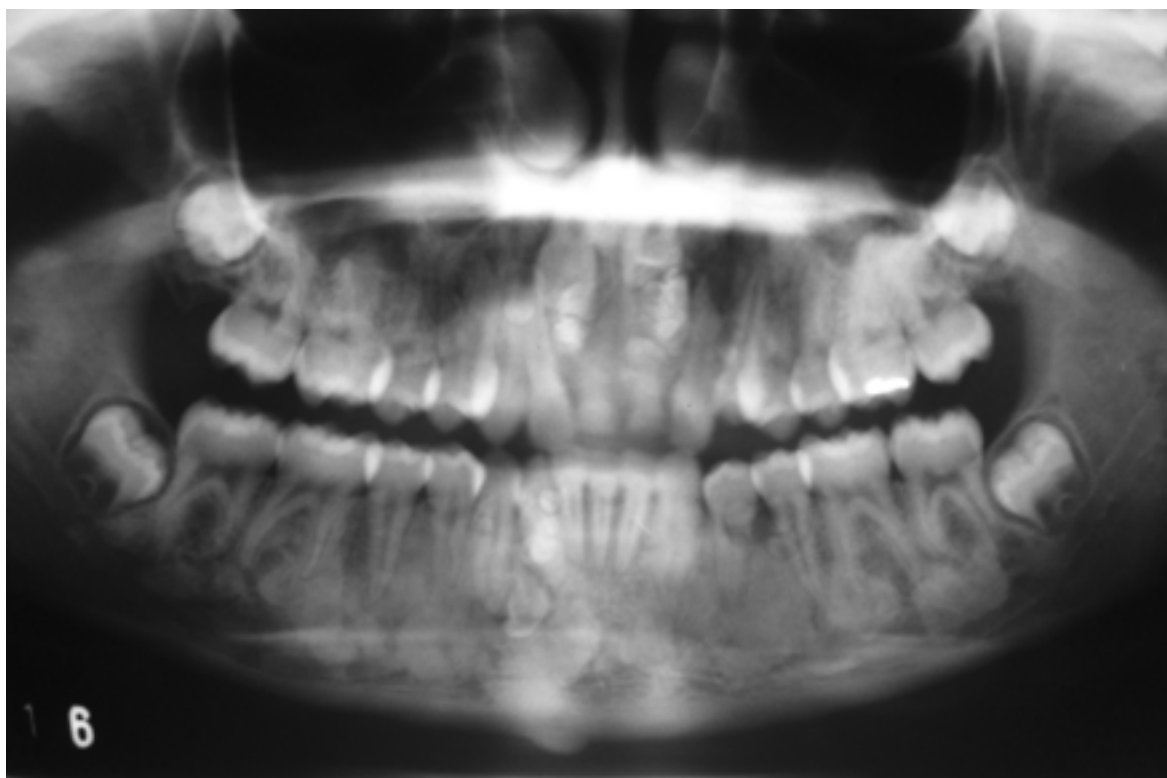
Radiografia panorâmica evidenciando radiopacidades múltiplas na maxila e mandíbula.
